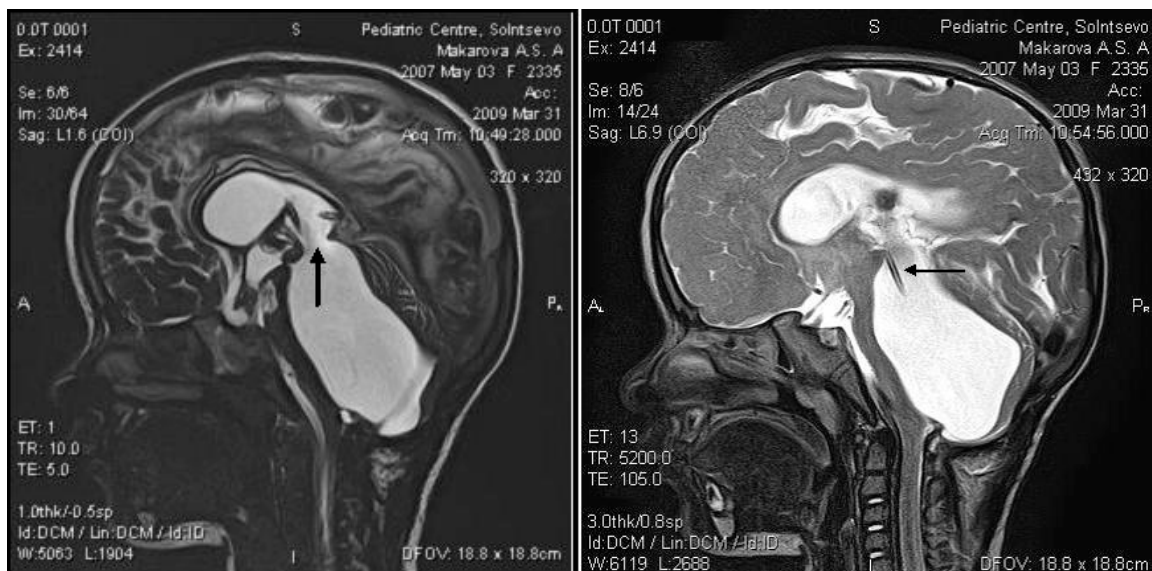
Эндоскопическая латеро-IV вентрикулоцистерностомия с имплантацией автономного катетера. МРТ мозга: А- стома между боковым и IV желудочками (стрелка); Б- катетер между боковым и IV желудочками (стрелка).
